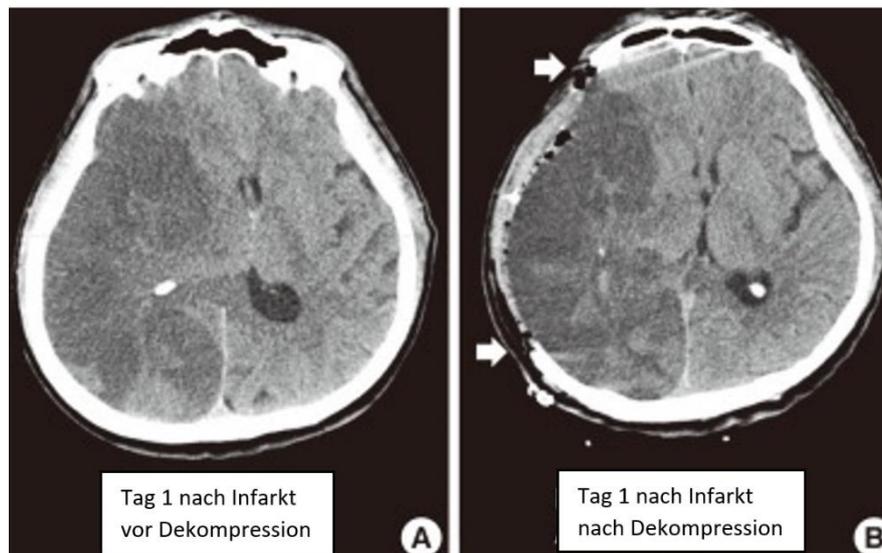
CT eines 63-jährigen Patienten mit malignem Media Infarkt an Tag 1 nach Schlaganfall(Jeon et al., 2014)
